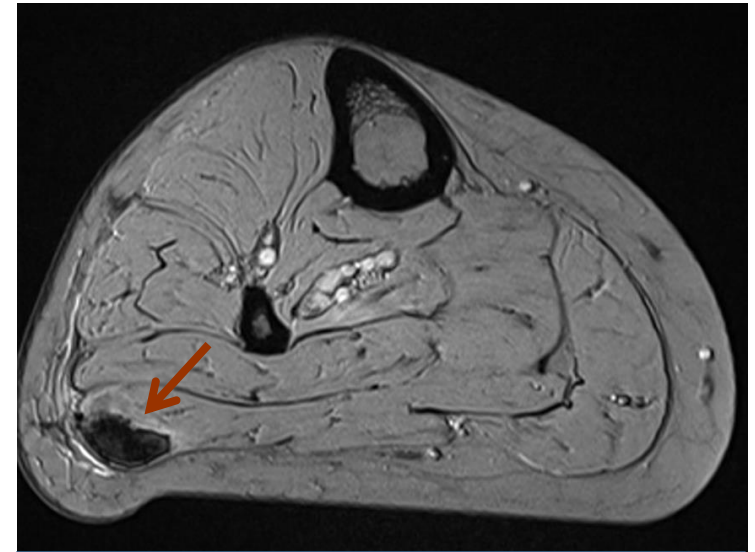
RM pierna derecha T2 GRE con fat sat axial. Depósito de hemosiderina central
